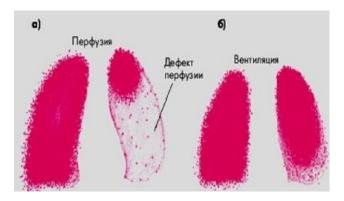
Перфузионная (а) и вентиляционная (б) сцинтграммы лёгких при ТЭЛА слева (И.С. Куропеев и др.,)
